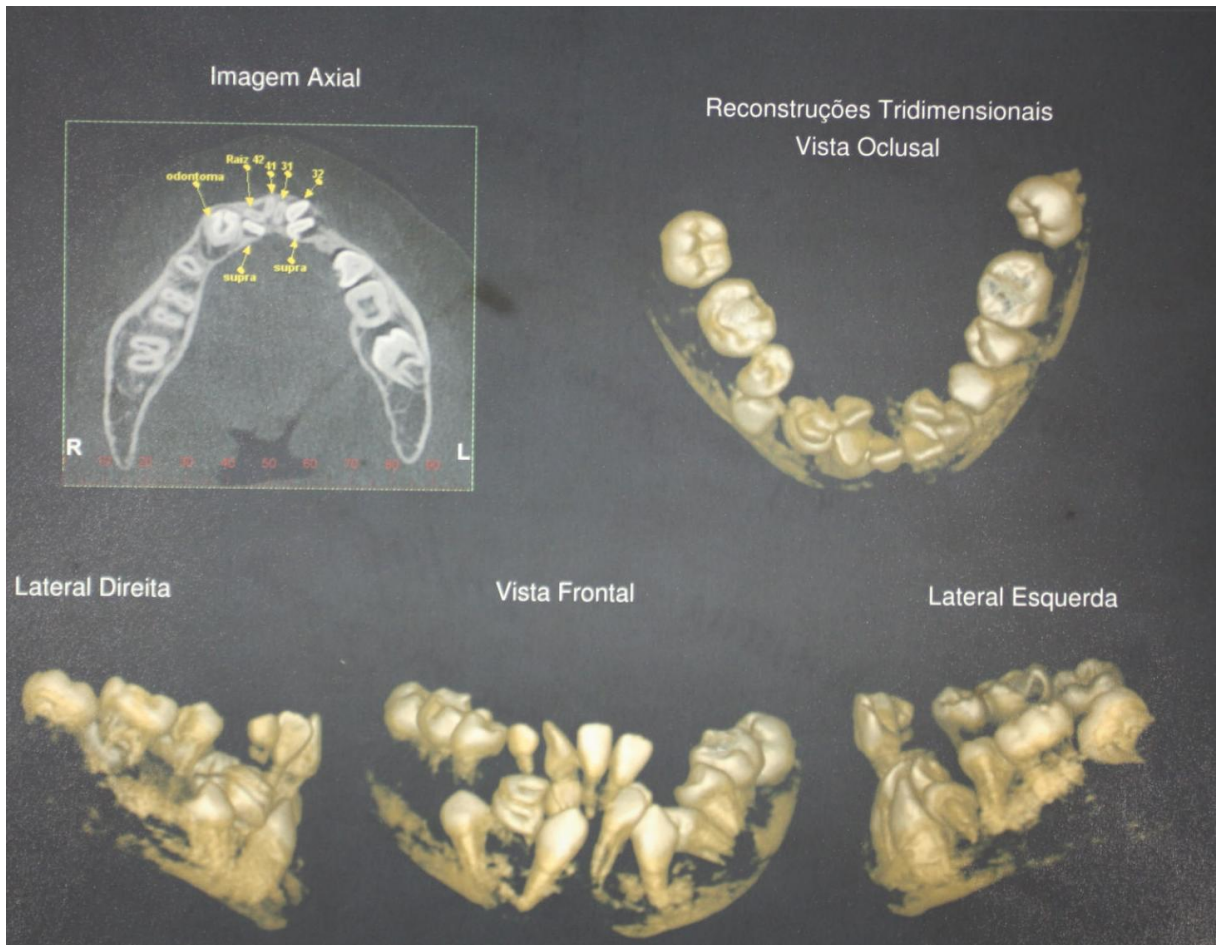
Tomografia Computadorizada da Mandíbula 2011.
